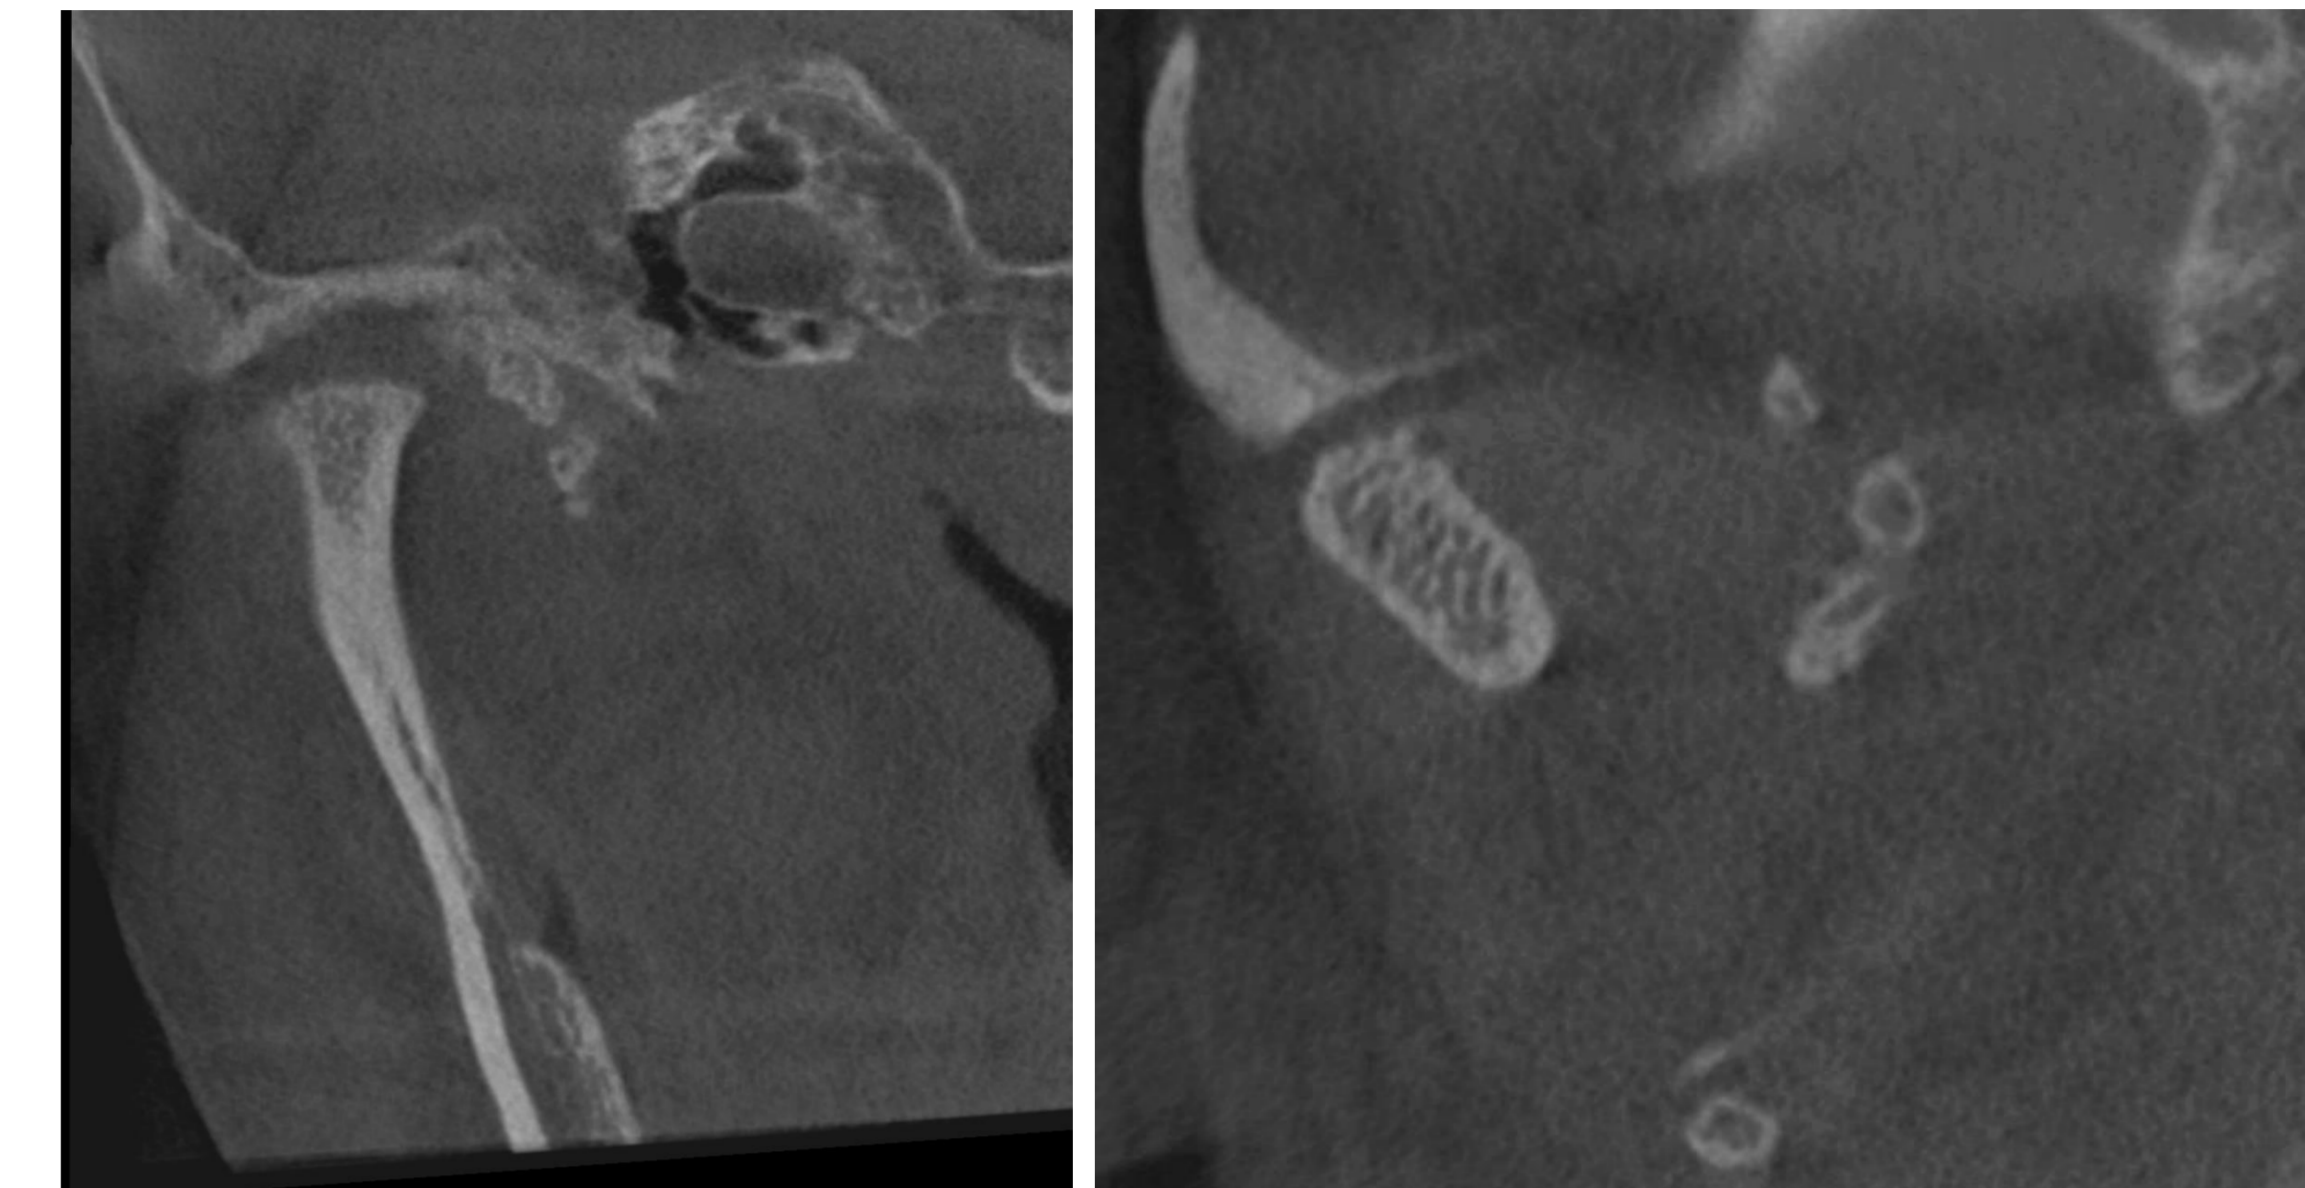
Cortes coronal y axial de CBCT, donde se muestran las múltiples calcificaciones concéntricas en la ATM derecha desplazando a lateral al cóndilo, junto con la degradación de la superficie superior condilar en contacto con la cara inferior del temporal.
